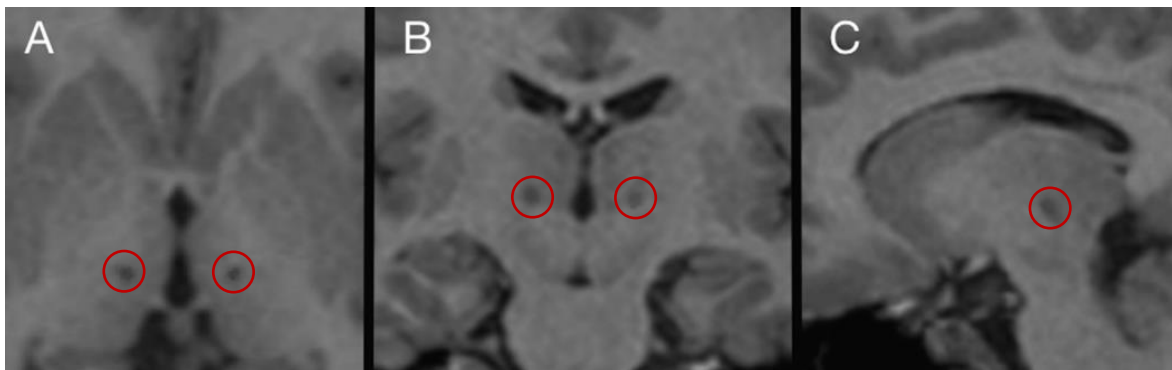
RMN posoperatoria en secuencia T1 simple en cortes axial (A), coronal (B) y sagital (C), en la que se observan el tamaño y la localización de las lesiones en el NCM señaladas por los círculos rojos.
